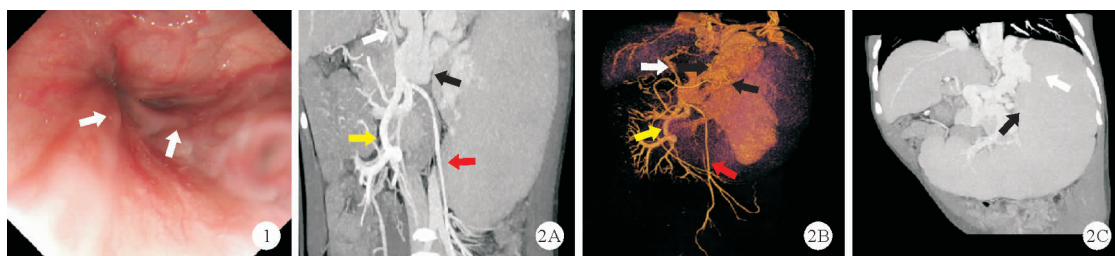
2023 年 4 月 21 日患者胃镜检查结果[食管静脉曲张(食管下段),如箭头所示] 图 2 2023 年 4 月 23 日患者 CTA 检查结果[A~B:脾脏内 4 条血管的改变;A:血管造影;B:三维重建;门静脉(PV)明显纤细,如白色箭头所示;脾静脉(SPV)迂曲,增粗,如黑色箭头所示;肠系膜上静脉(SMV),如黄色箭头所示;肠系膜下静脉(IMV),如红色箭头所示。C:脾脏增大及脾静脉增粗;脾静脉迂曲扩张,如黑色箭头所示;迂曲增粗的侧支,如白色箭头所示]
